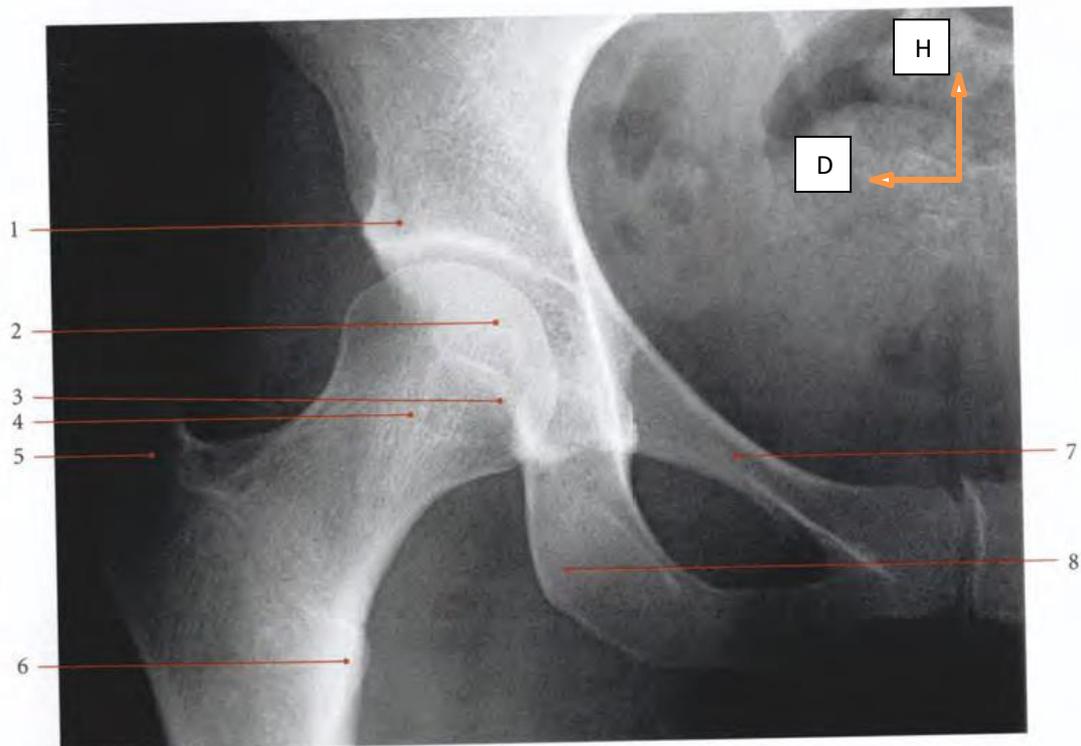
Image radiographique de face de l'articulation coxo-fémorale droite (radiographie). [6]
